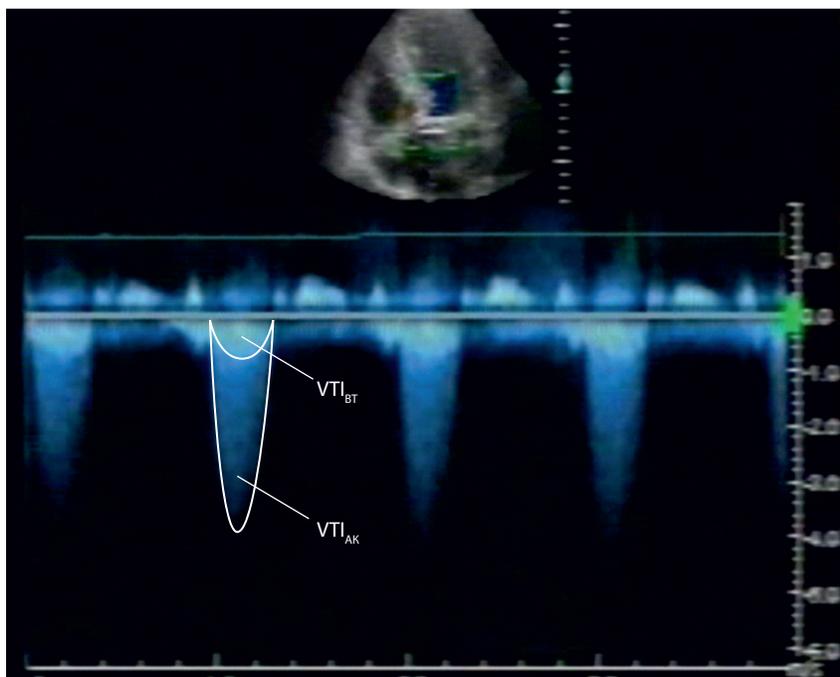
Оценка трансаортального кровотока. VTI_{BT} – интеграл потока в выносящем тракте ЛЖ; VTI_{AK} – интеграл потока в области АК.
